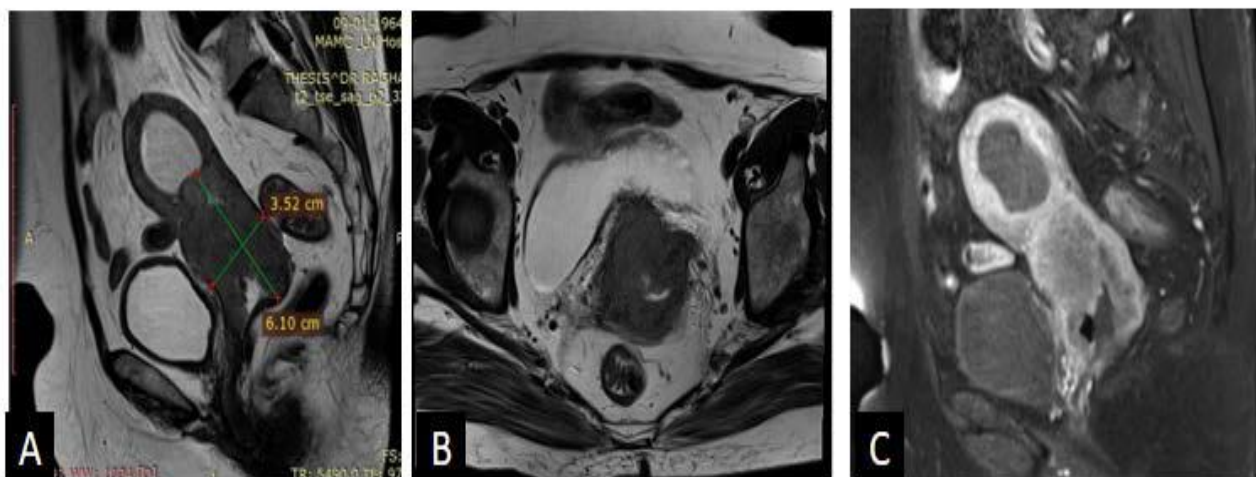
А - Исходная МРТ (А-С): На сагиттальных Т2 ВИ (А) и аксиальных Т2 ВИ (В) МРТ малого таза обнаружено опухолевое поражение в области шейки матки, проникающее в верхнюю часть влагалища и параметрии с двух сторон. На контрастных изображениях (С) видно, что данное поражение характеризуется неоднородным усилением сигнала.
